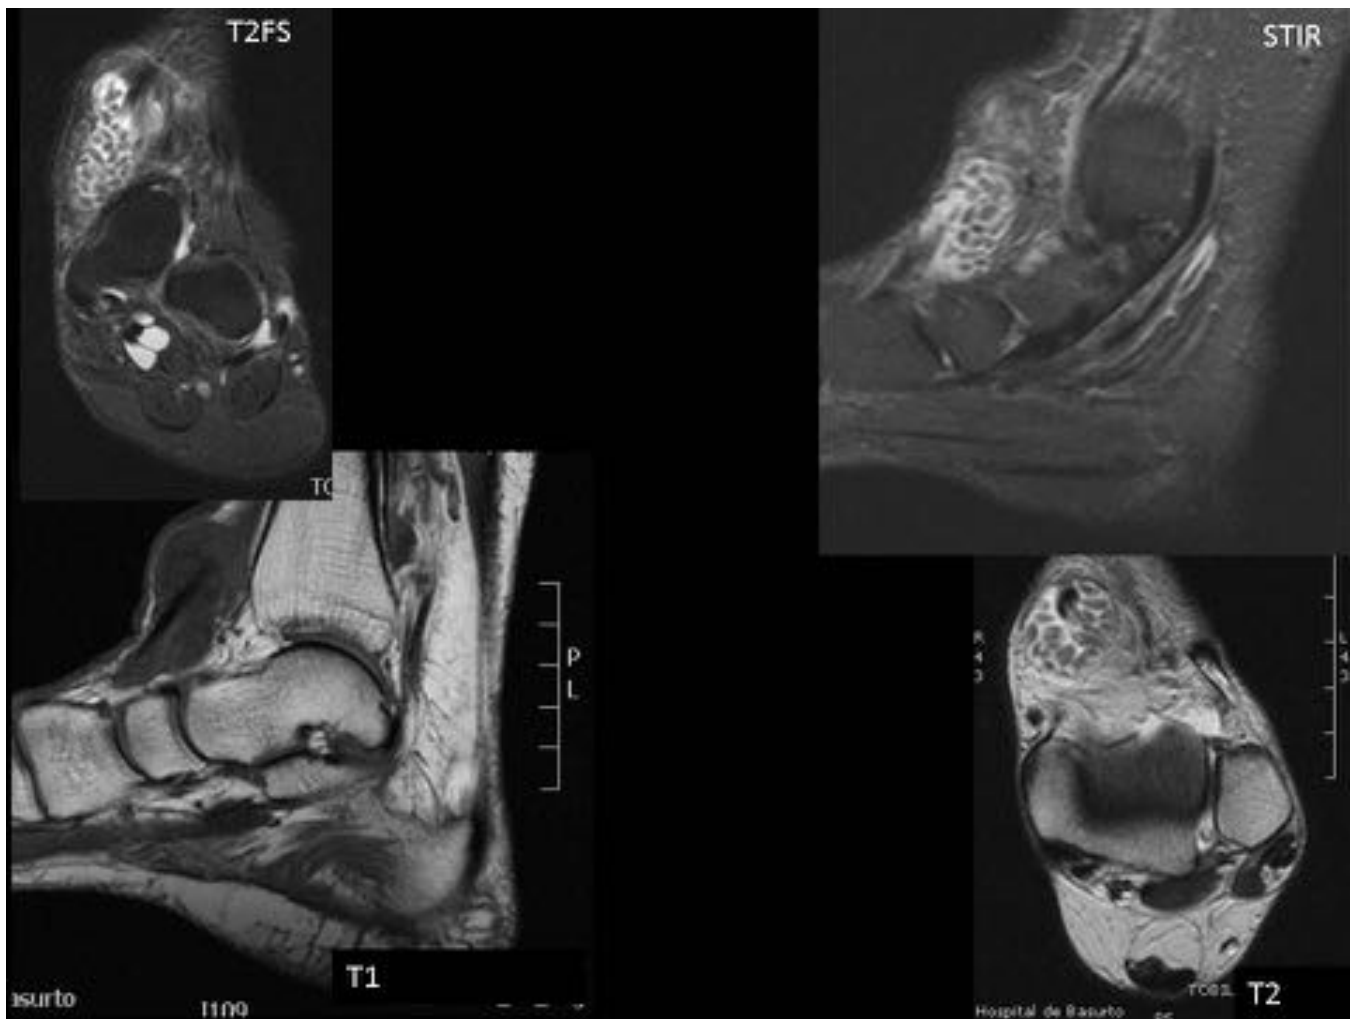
Mujer de 55 años con antecedentes de Artritis Reumatoide. Bulto sobre la región del tendón tibial anterior. En la RM se aprecia marcada distensión de la vaina sinovial del tendón tibial anterior, con abundante líquido y numerosos cuerpos libres de tamaño similar, en relación con severa hiperplasia de la sinovial en “granos de arroz”. □
